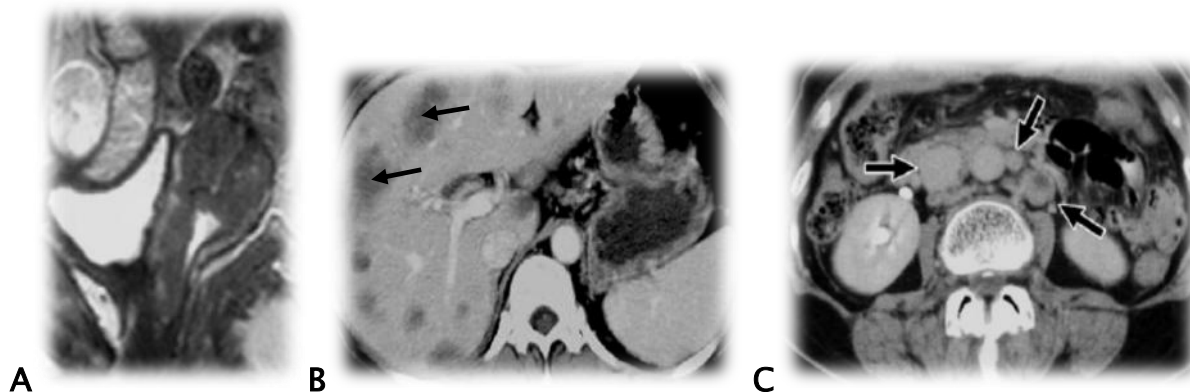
Métastases. A. Axial T2 montrant une tumeur cervicale infiltrant la face antérieure du vagin ; B–C. TDM en coupes axiales C+ montrant des lésions secondaires hépatiques avec de nombreuses ADPs lombo-aortiques [18].
